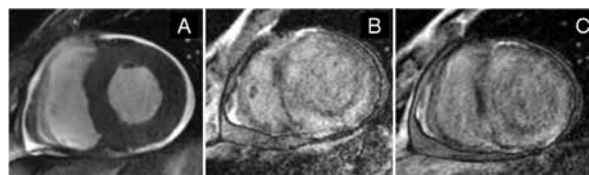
Cine-ressonância em eixo curto mostrando a hipertrofia global do ventrículo esquerdo (A) e imagens em realce tardio mostrando o padrão difuso e circunferencial, sem zonas de miocárdio sadio (preto) em um paciente com diagnóstico de amiloidose (B e C).
